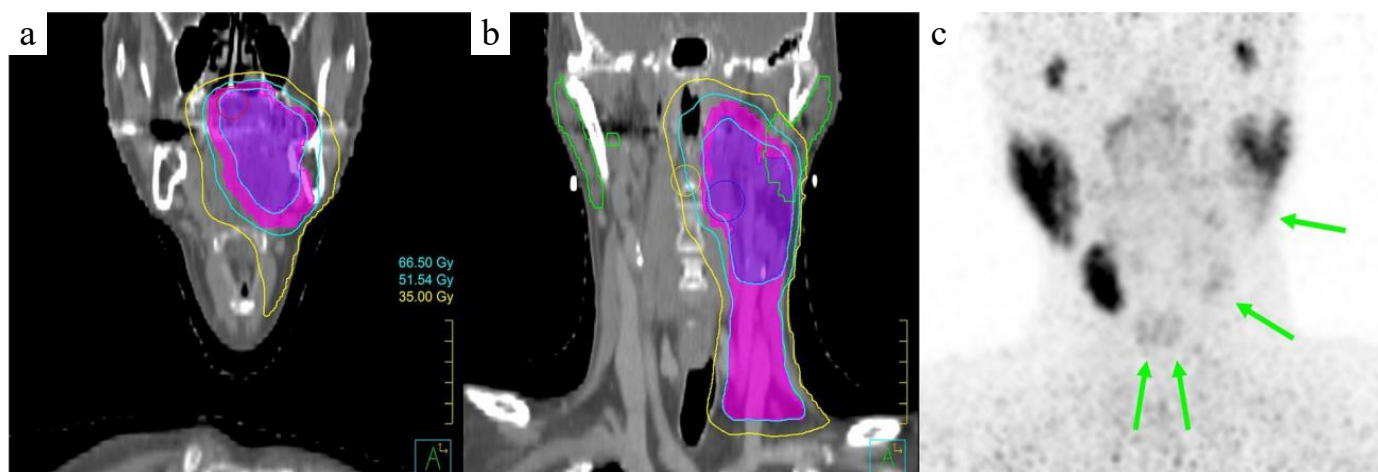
Планування КТ (а, б) і ПЕТ з ^{68}Ga -ПСМА пацієнта С. через 1 рік після променевої терапії (в) з приводу карциноми мигдаликів [108].
